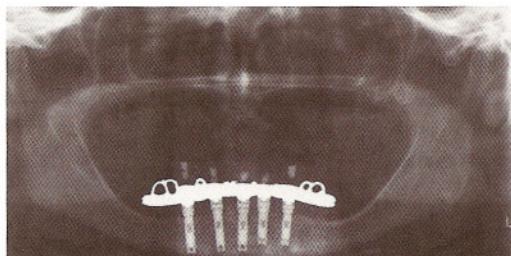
На рентгенограмме виден съемный протез на нижней челюсти.
